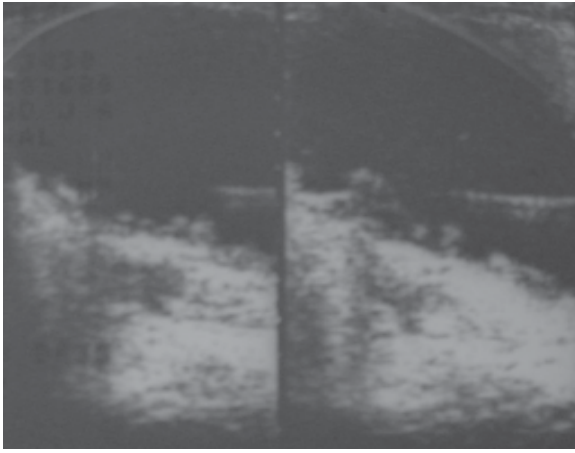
Ultrasonografía. Vejiga neurogénica en la insuficiencia renal.
